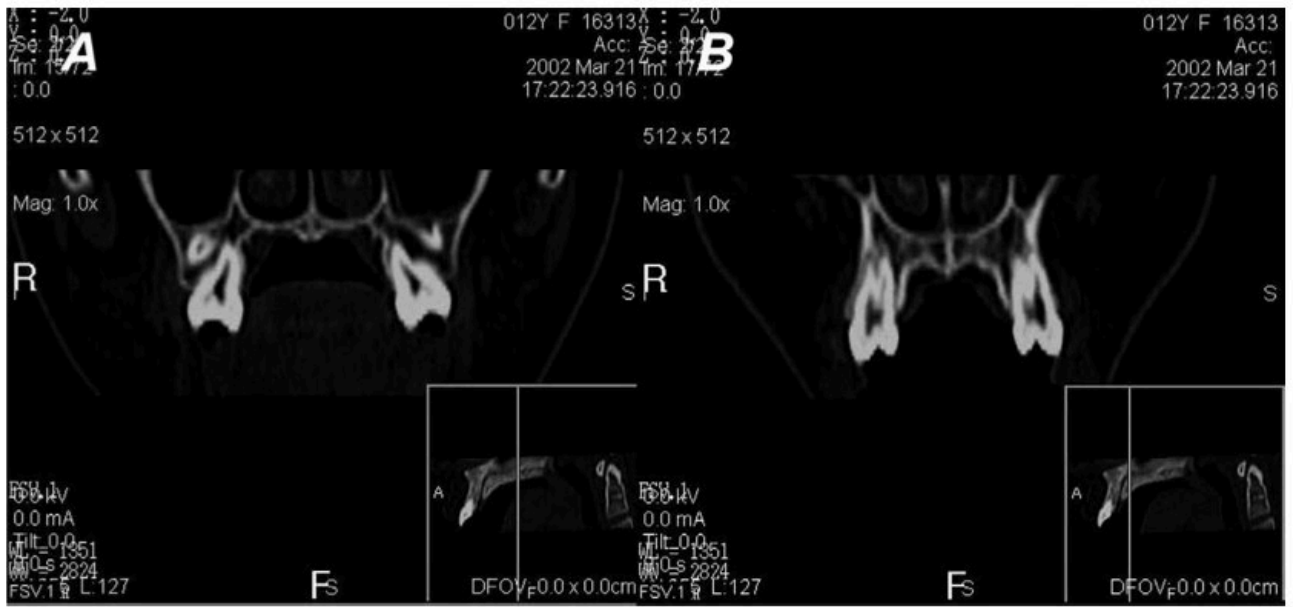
Contorno externo maxilar de una reconstrucción coronal de tomografía: A, área de primer molar; B, área de primer premolar.⁹¹
